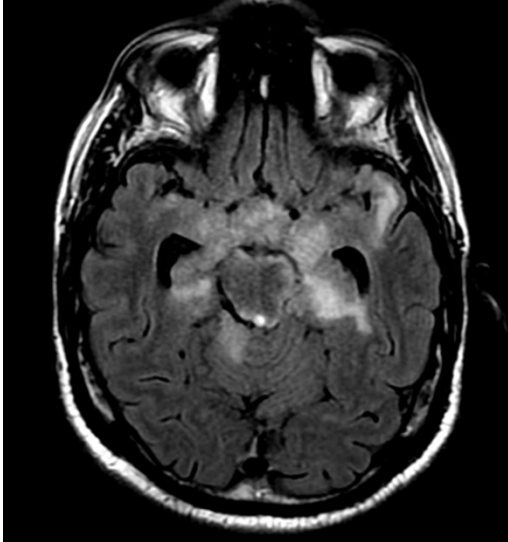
RM axial FLAIR evidenciando meningoencefalite a partir das cisternas da base (Caso do HUB).
